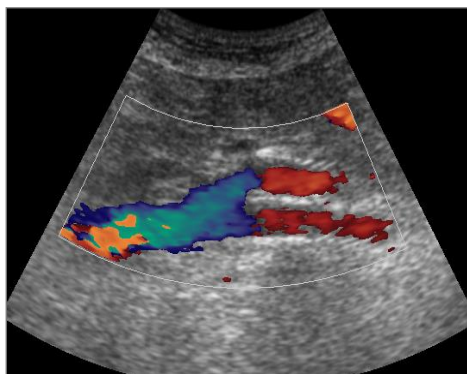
Imatge d'eco-doppler venós abdominal per controla el tractament endovascular del sector iliofemoral bilateral segons la tècnica Double-barrel. S'observa la permeabilitat dels stents així com de la VCI.
